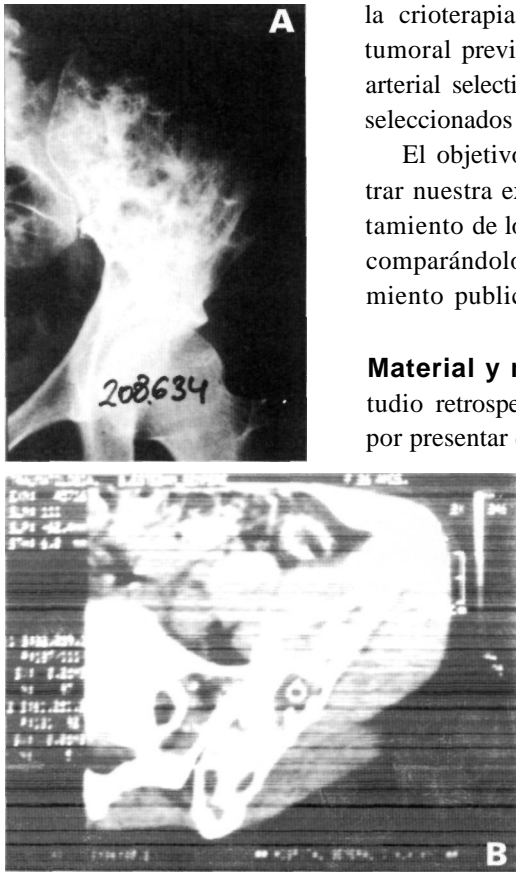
a) Radiografía que muestra QOA en ilíaco, inactivo; b) TAC de la misma paciente.
